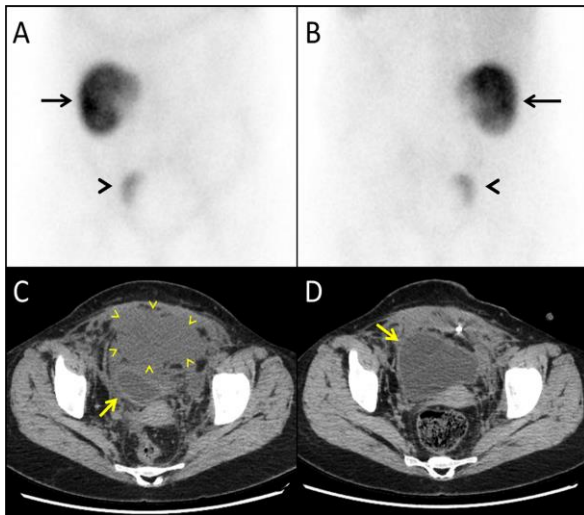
On A) Anterior, B) Posterior Technetium-99m DMSA planar images, there was no activity in the left renal region, suggesting a non-functional kidney or left renal agenesis. A small fusiform activity (black arrowheads), which was thought to be a pelvic crossed ectopic atrophic kidney, was shown in the right pelvic area. C) Axial CT image showed a fluid collection in the pre-vesical area, which pushed the bladder (yellow arrow) to the right posterolateral side of the vesical region. D) After percutaneous abscess drainage, control CT showed regression of the abscess, and the nearly normal shaped bladder (yellow arrow).
